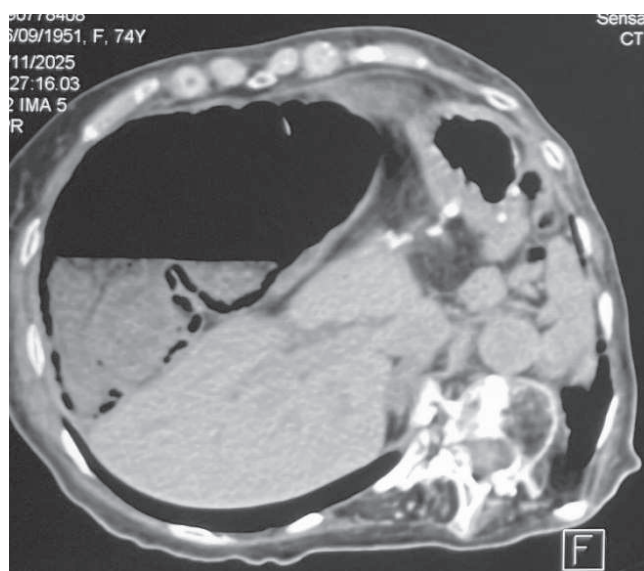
Tomografía computarizada de abdomen con imagen de la distensión del ciego por vólvulo.
